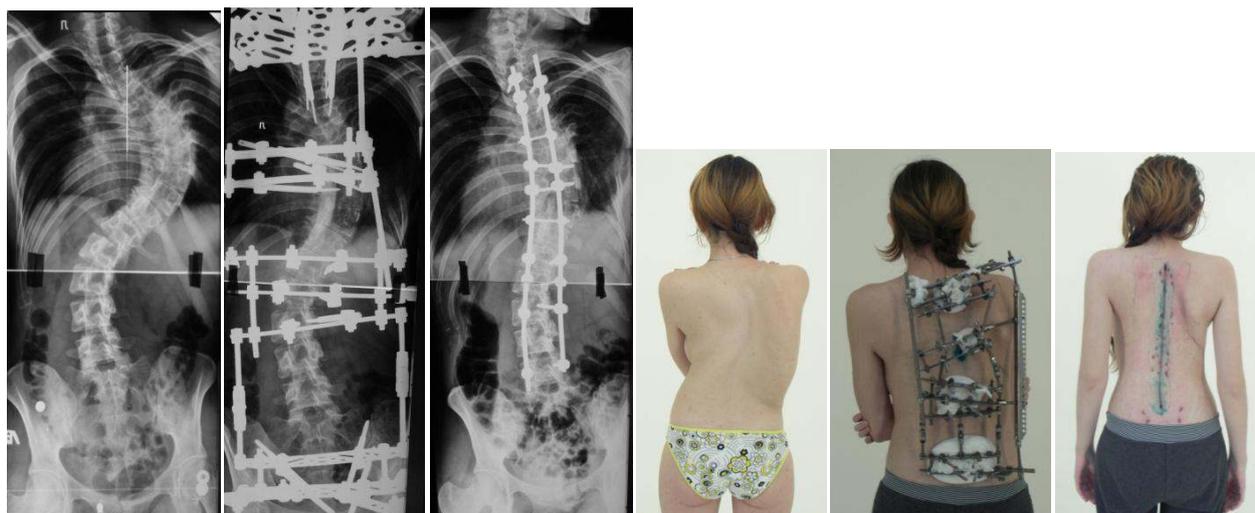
Данные рентгенографии и внешний вид пациентки Д. до лечения, в процессе коррекции деформации и после лечения
